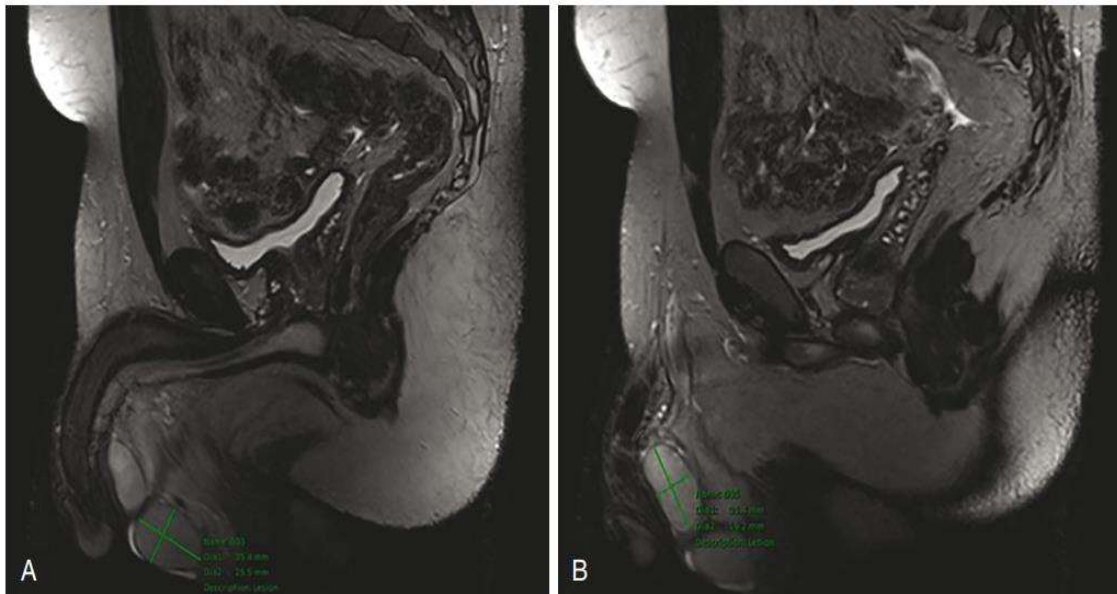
MRI image of testes in patient with nonobstructive azoospermia and testicular atrophy. (A) Left testis: volume of 6 mL, with homogenous signal throughout. (B) Right testis: volume of 5 mL, with homogenous signal throughout.
